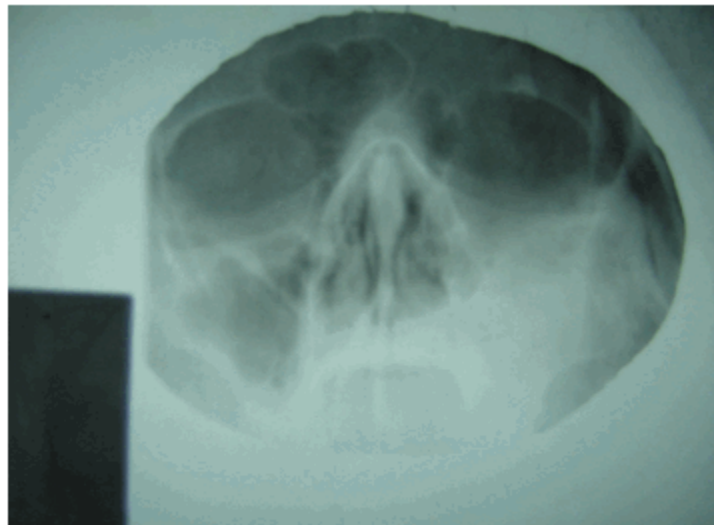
Radiografía de senos paranasales, vista de Water que muestra velamiento del seno maxilar izquierdo con opacidad que se acerca a la del tejido óseo.
